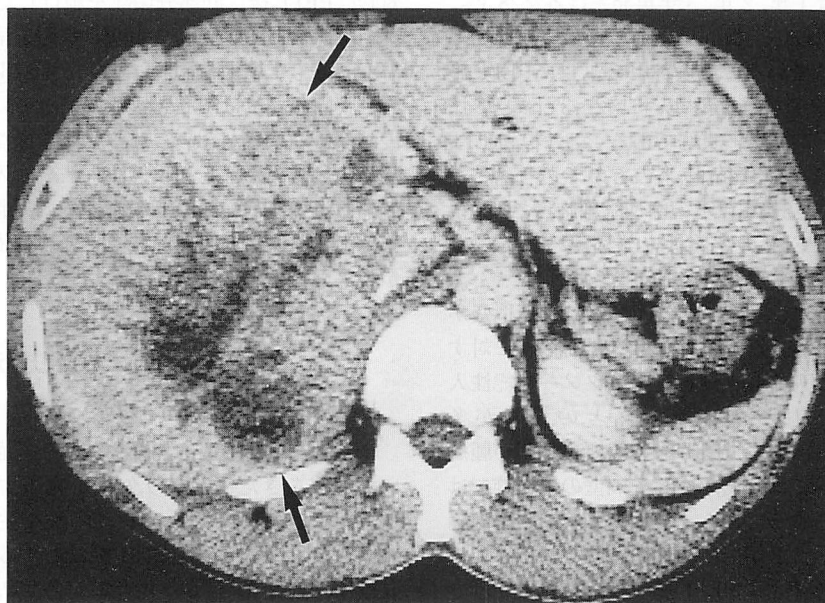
CT scan of the huge hepatocellular carcinoma. Tumor occupies whole right lobe and medial segment of the liver (↑).
